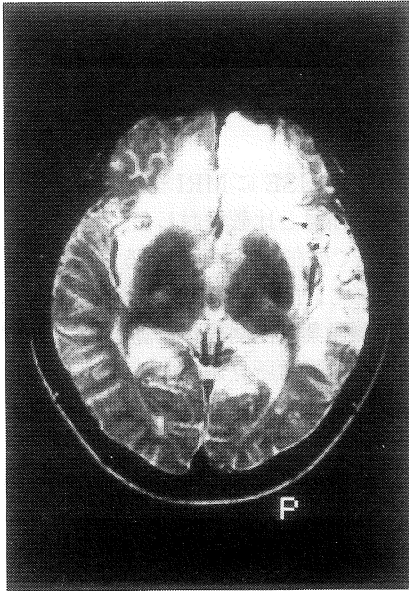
症例4—発症103日後のMRI, T₂強調画像。両側側頭葉島部のみならず、前頭葉や海馬回にも高信号領域を認める。
